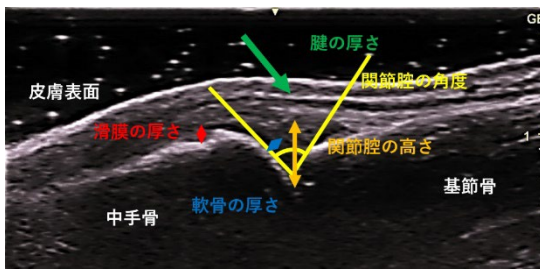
関節超音波検査の各パラメーターの測定方法
